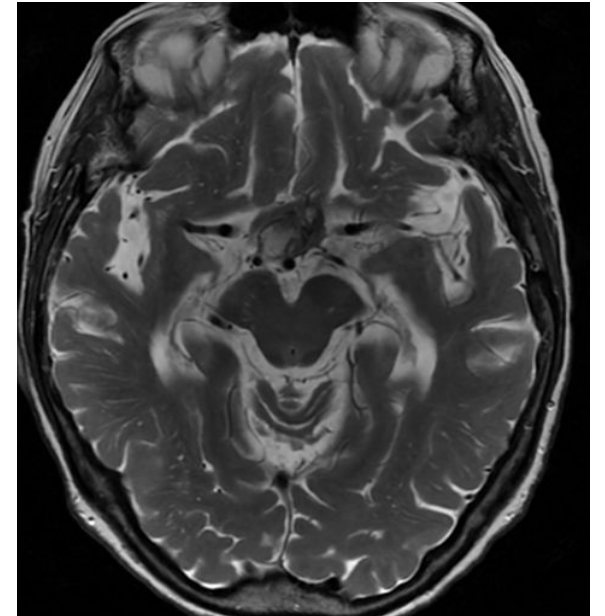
RM T2 axial. Se muestra una lesión sólido-quística en región supraselar compatible con craneofaringioma adamantinoso.
